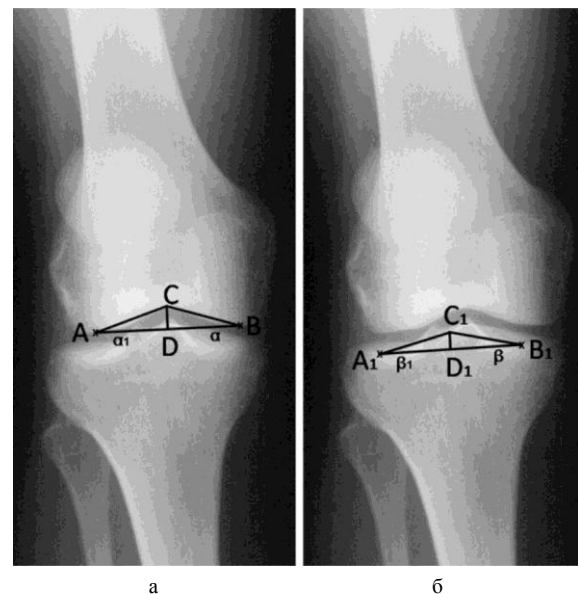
Рентгенограммы больной М., 31 г., с расчетными построениями для измерения величины углов мыщелков: а – бедренной кости; б – большеберцовой кости
